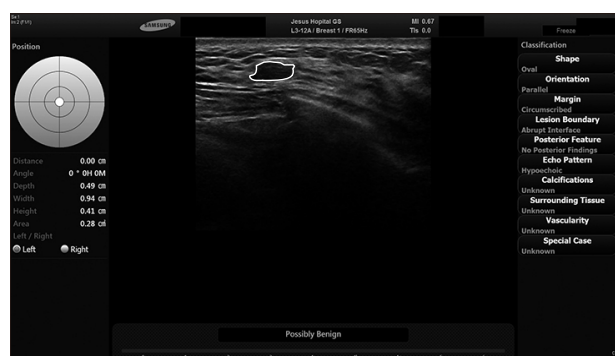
A 27-year-old woman with left breast mass on B-mode ultrasound. S-Detect™ concluded that it is "Possibly Benign" based on features of the lesion listed on the right column.
